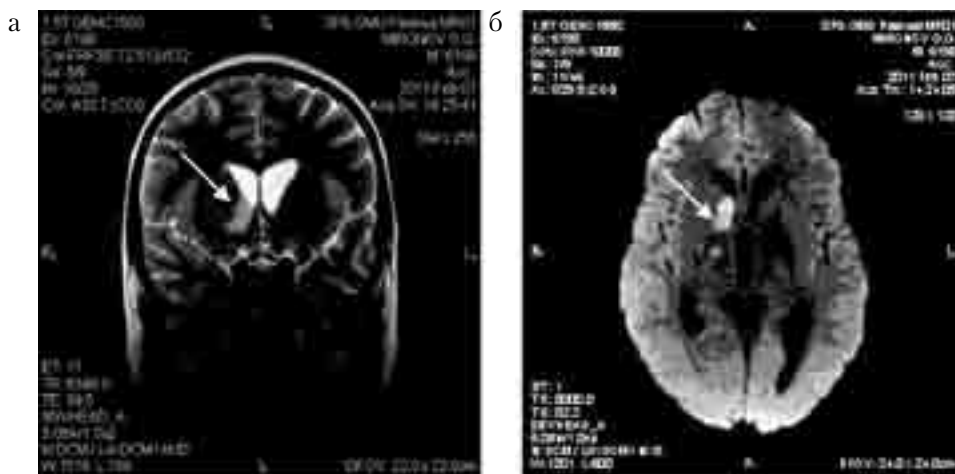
МРТ головного мозга мальчика М., 11 лет, на 10-е сутки заболевания: а — Т2ВИ. Повышение сигнала в области таламуса справа (указано стрелкой); б — диффузно-взвешенное МР-изображение. Повышение сигнала в области головки хвостатого ядра и внутренней капсулы справа (указано стрелкой)
